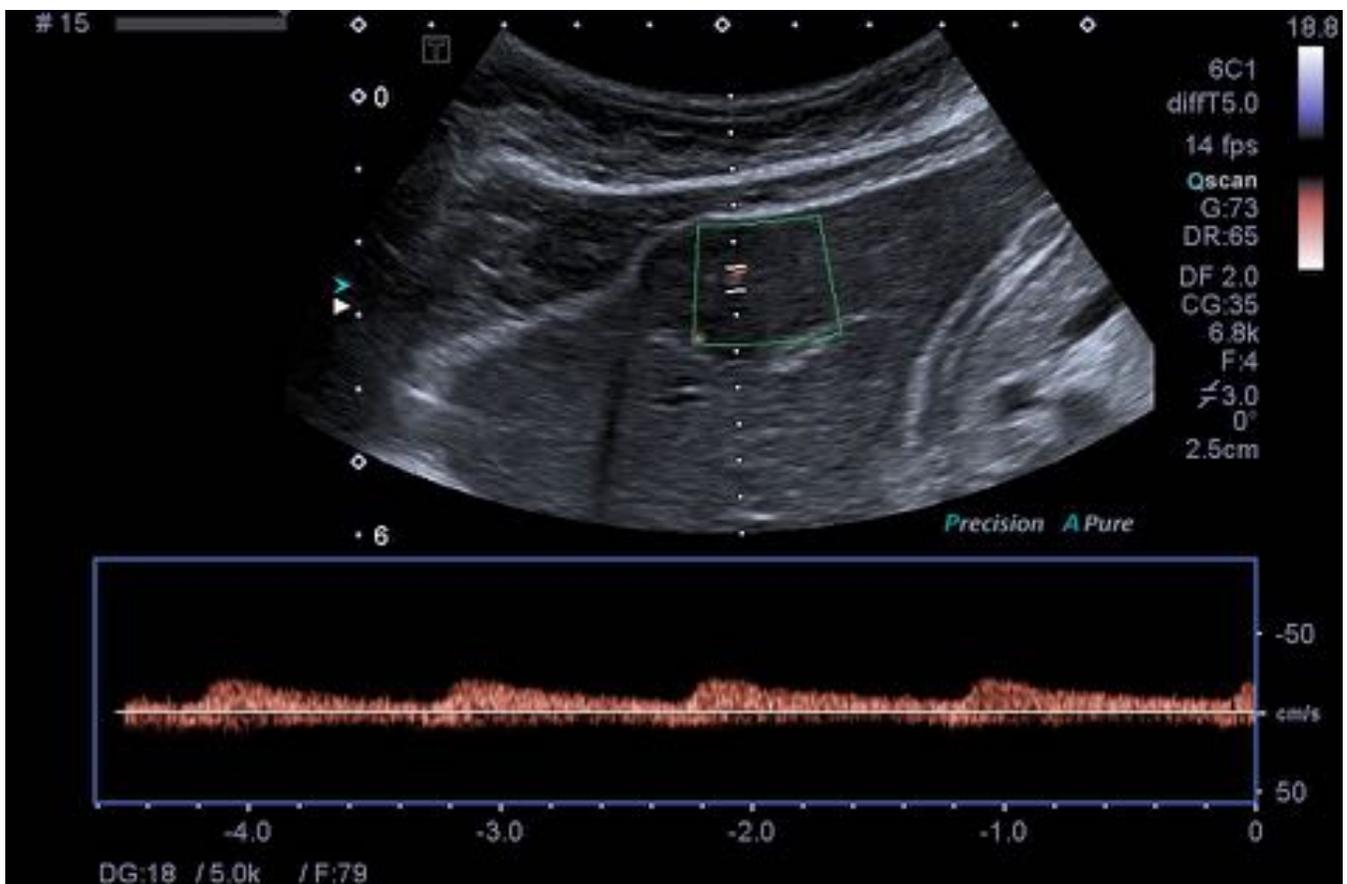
Estudio Doppler pulsado en el que se demuestra que el vaso nutricio tiene un flujo arterial. Departamento de Radiología, H.U. Fundación de Alorcón, Madrid.
